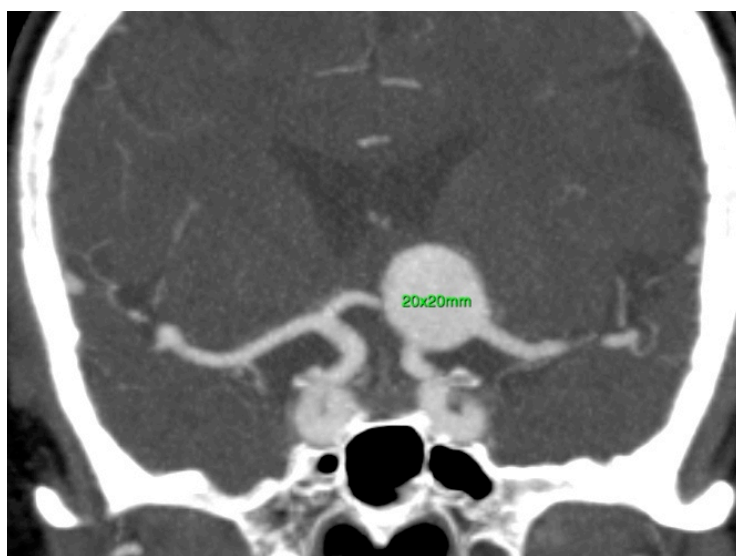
Darstellung eines großen Aneurysmas im linken Karotisendabschnitt in der CTA
